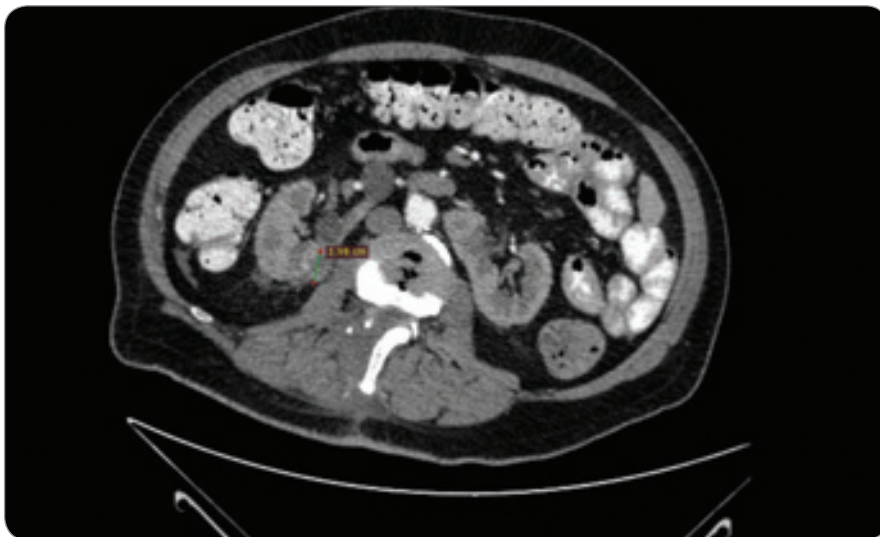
CT axial scan (arterial phase post IV contrast medium injection) showing partly exophytic lesion in the posterior side of the right moiety of the horseshoe kidney.
